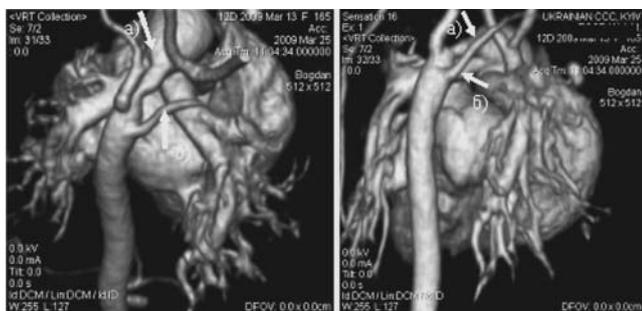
Ангио-КТ с VRT-реконструкцией у ребенка Б., 10 суток, с перерывом дуги аорты и aberrантной (ретроэзофагальной) правой подключечной артерией (б), артериальный проток (а)
